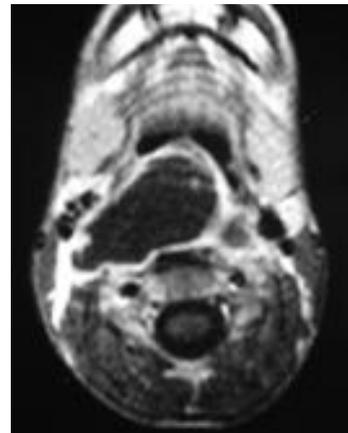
IRM cervicale (coupe axiale) en pondération T1 : collection rétropharyngée bombante dans l'oropharynx
